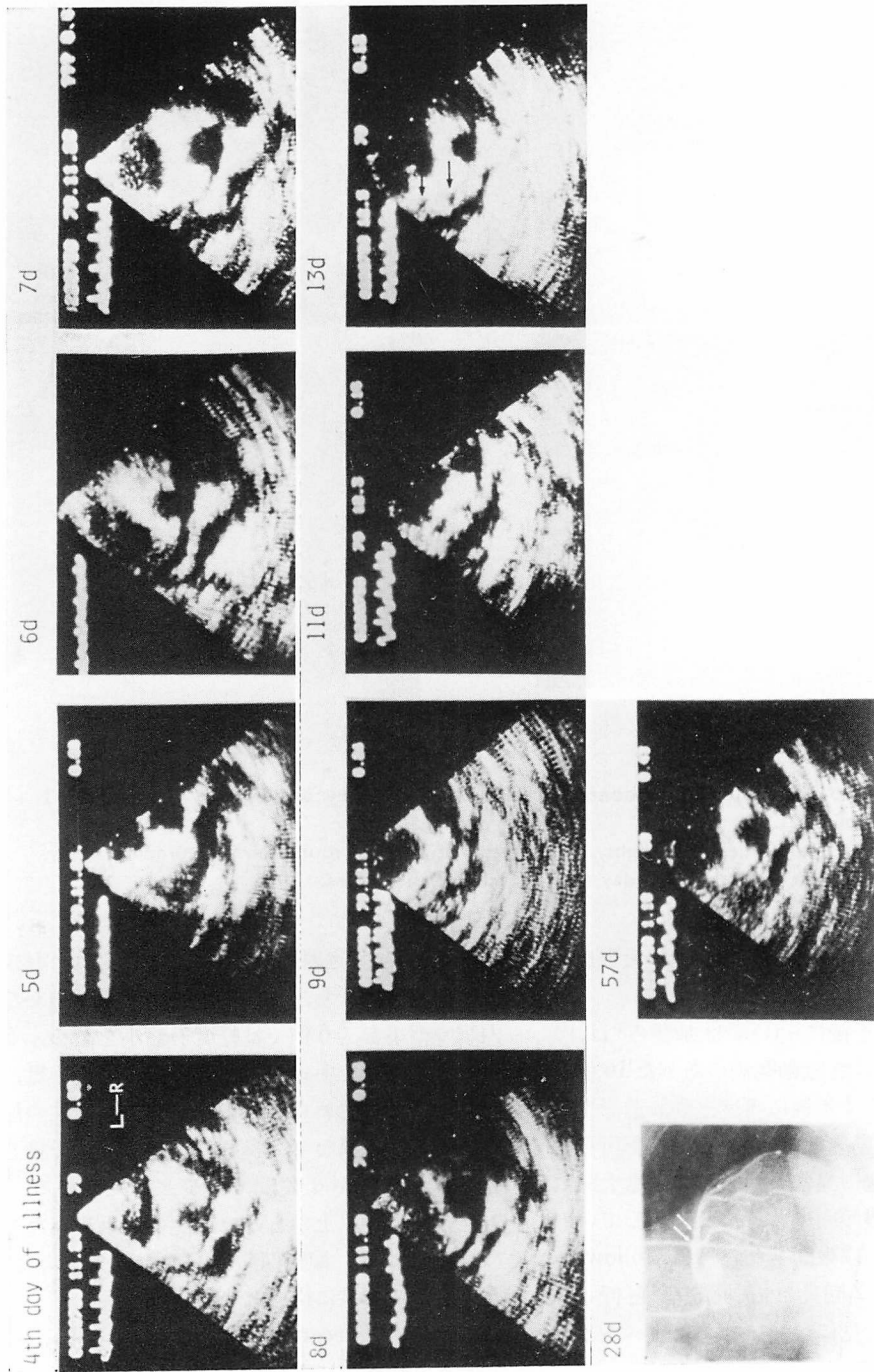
Serial two-dimensional echocardiograms and coronary angiogram from Case 7 in acute phase of MCLS (3-year-old male).
